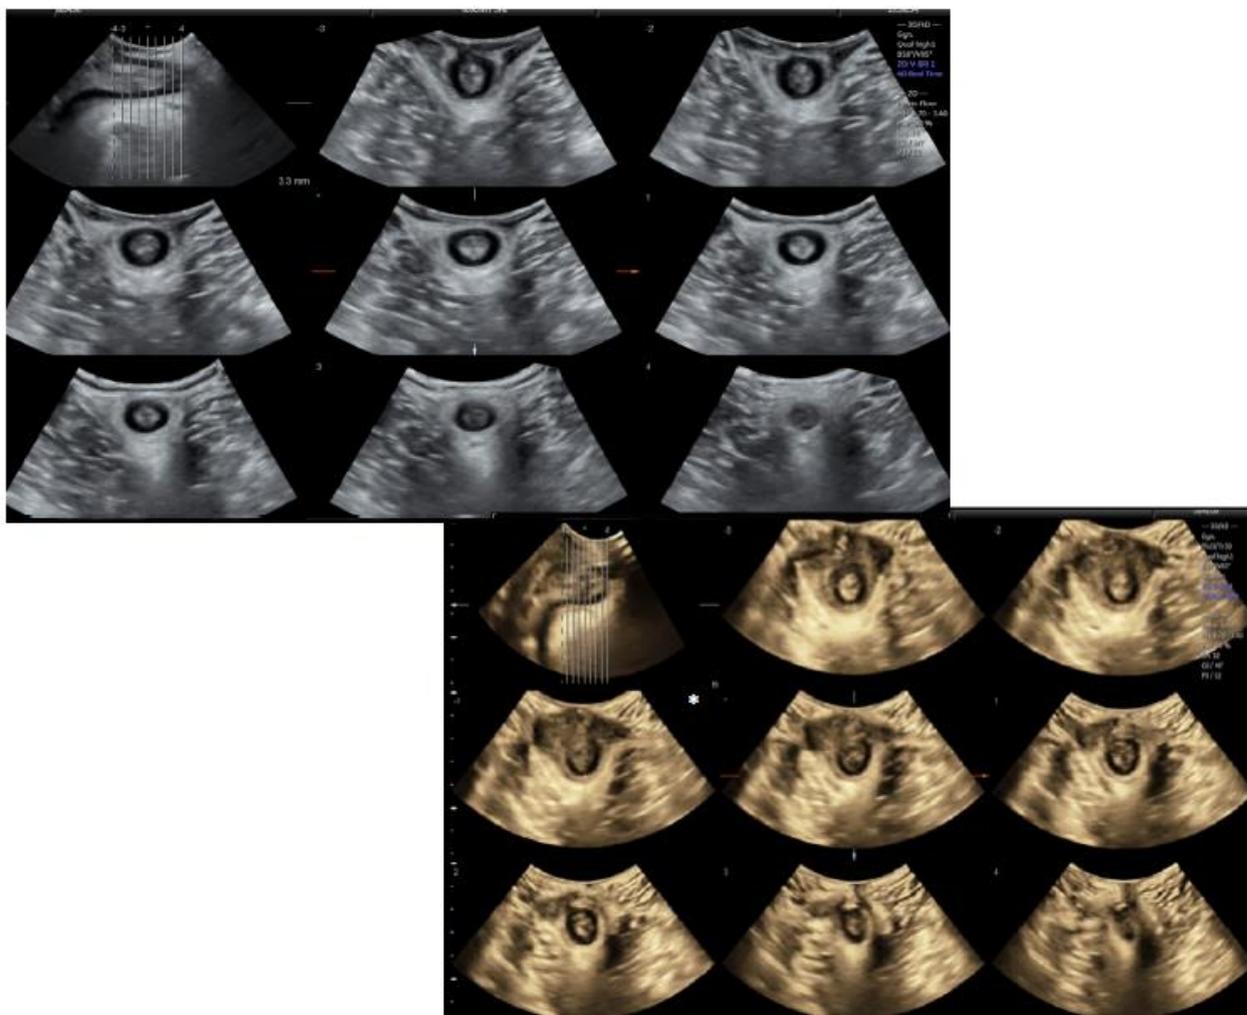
Lesiones del esfínter anal. A la izquierda vemos esfínter anal íntegro. A la derecha defecto en EAE en los cortes 3-7 de más de 30 grados y del esfínter anal interno (EAI) en los cortes 2-5. Fuente: "Guía ecografía Sòl pelvià 2022"⁸
